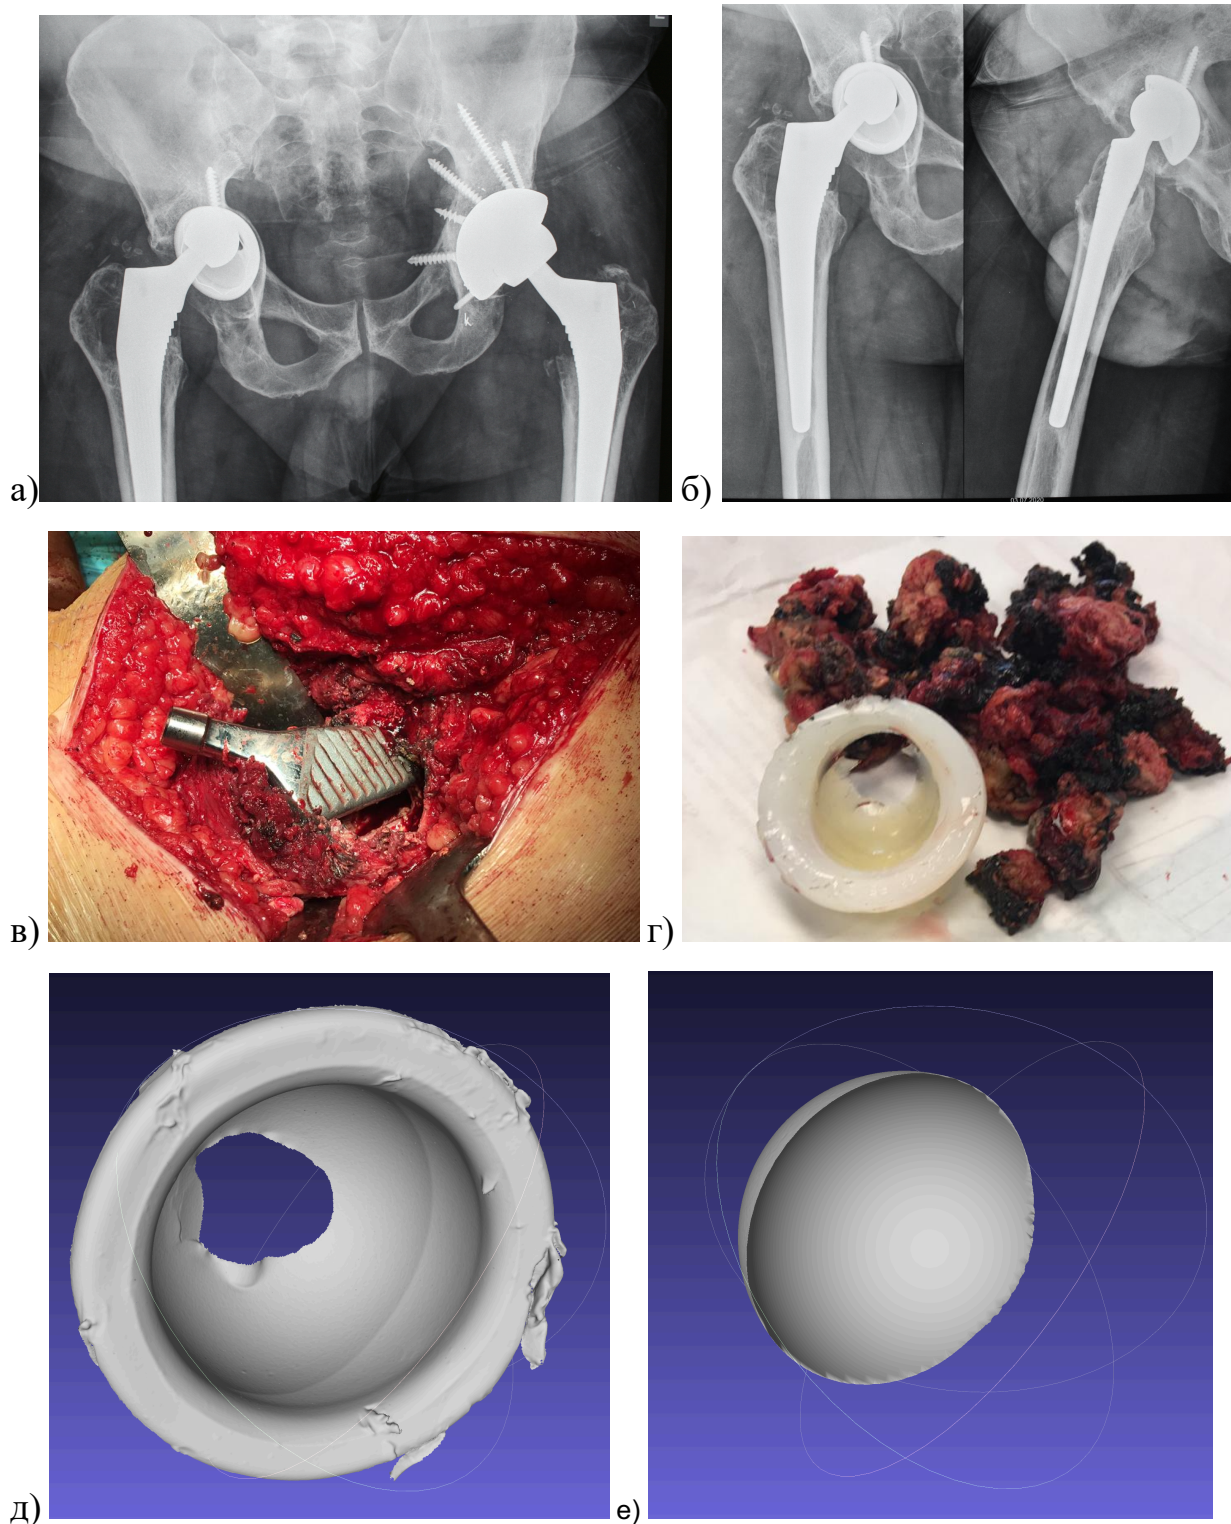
Верхне-медиальный вариант смещения: а – обзорная рентгенограмма таза пациента 46 лет, расшатывание вертлужного компонента справа, операция выполнена 13 лет назад в возрасте 33 лет; на момент осмотра наклон вертлужного компонента 60° , антеверсия 25° ; б – рентгенограммы тазобедренного сустава в двух проекциях; в) выраженная зона остеолитического разрушения вокруг бедренного компонента; г – внешний вид вкладыша с зоной эллипсоидного износа и дефектом дна в верхне-медиальном отделе и остеолитические массы с признаками металлоза вследствие контакта головки с металлической оболочкой вертлужного компонента; д) 3D реконструкция вкладыша; е) 3D реконструкция зоны износа, объемный износ составил 2160 мм^3 ($166,2 \text{ мм}^3/\text{год}$)
